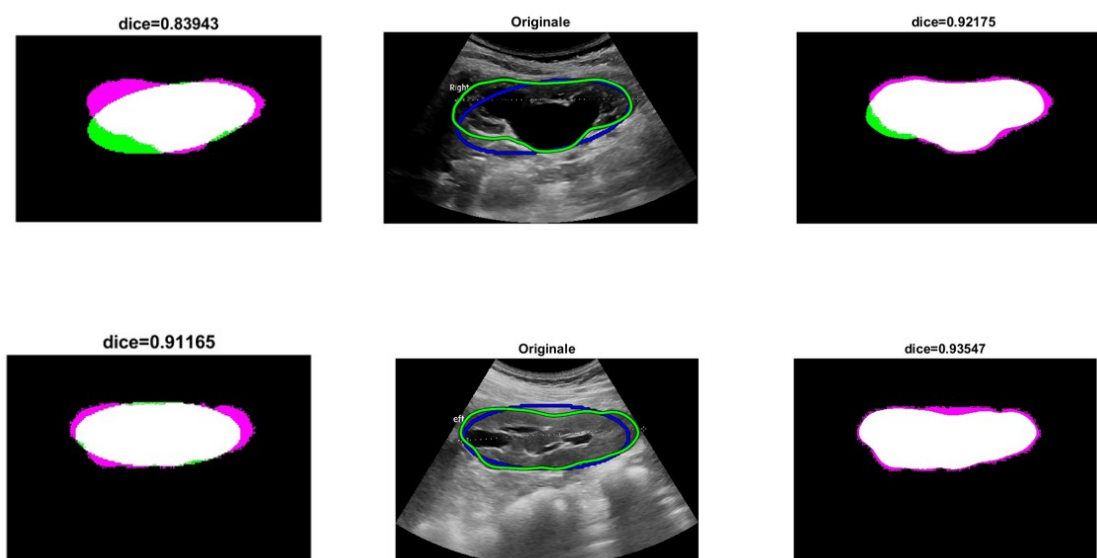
Ecografia di reni pediatrici nel caso di sonda Samsung immagine 0179 (in alto) e 0142 in basso. A sinistra ellisse ottimo selezionato in verde e segmentazione manuale in viola, a destra risultato ottenuto dopo l'applicazione dei contorni attivi in verde e segmentazione manuale in viola, al centro sovrapposta all'ecografia originale c'è l'ellisse ottimo in blu e il risultato dopo l'applicazione dei contorni attivi in verde. Sono riportati anche i coefficienti di Sørensen–Dice associati.
